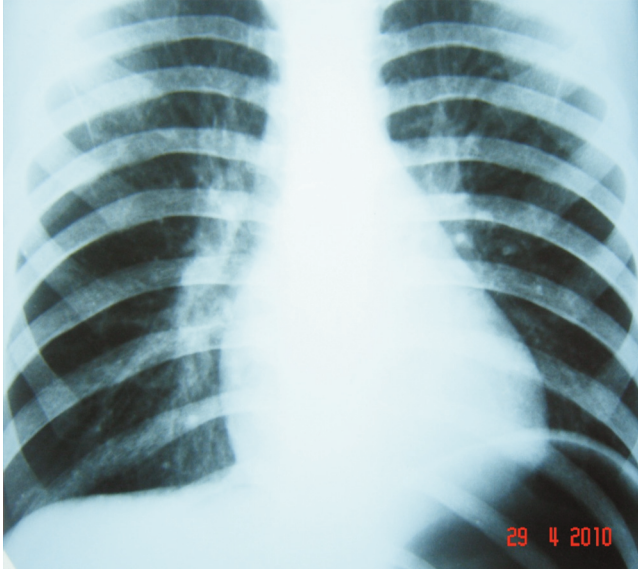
Рентгенограмма грудной клетки пациента с обструктивным бронхитом
